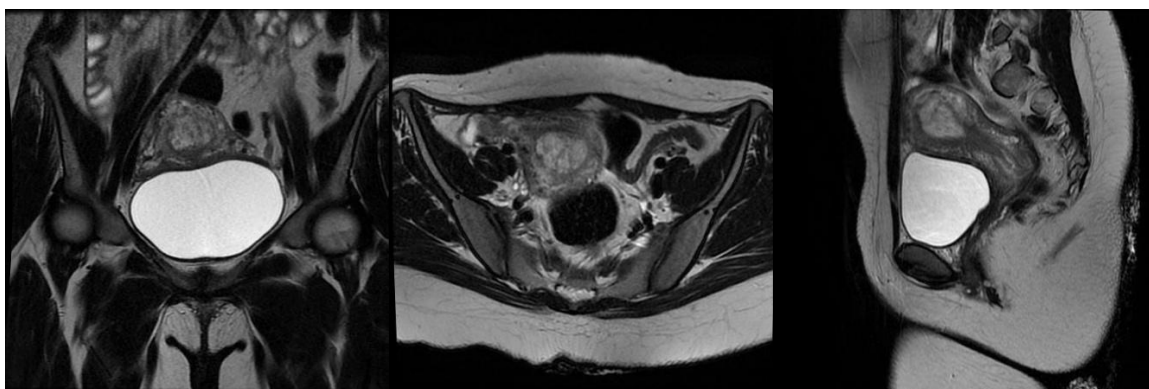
Ressonância magnética de pelve com contraste (18/05/2023), cortes coronal, axial e sagital, respectivamente, evidenciando útero em anteversoflexão com endométrio espessado e heterogêneo, contendo material amorfo no interior, compatível com tecido trofoblástico residual.
